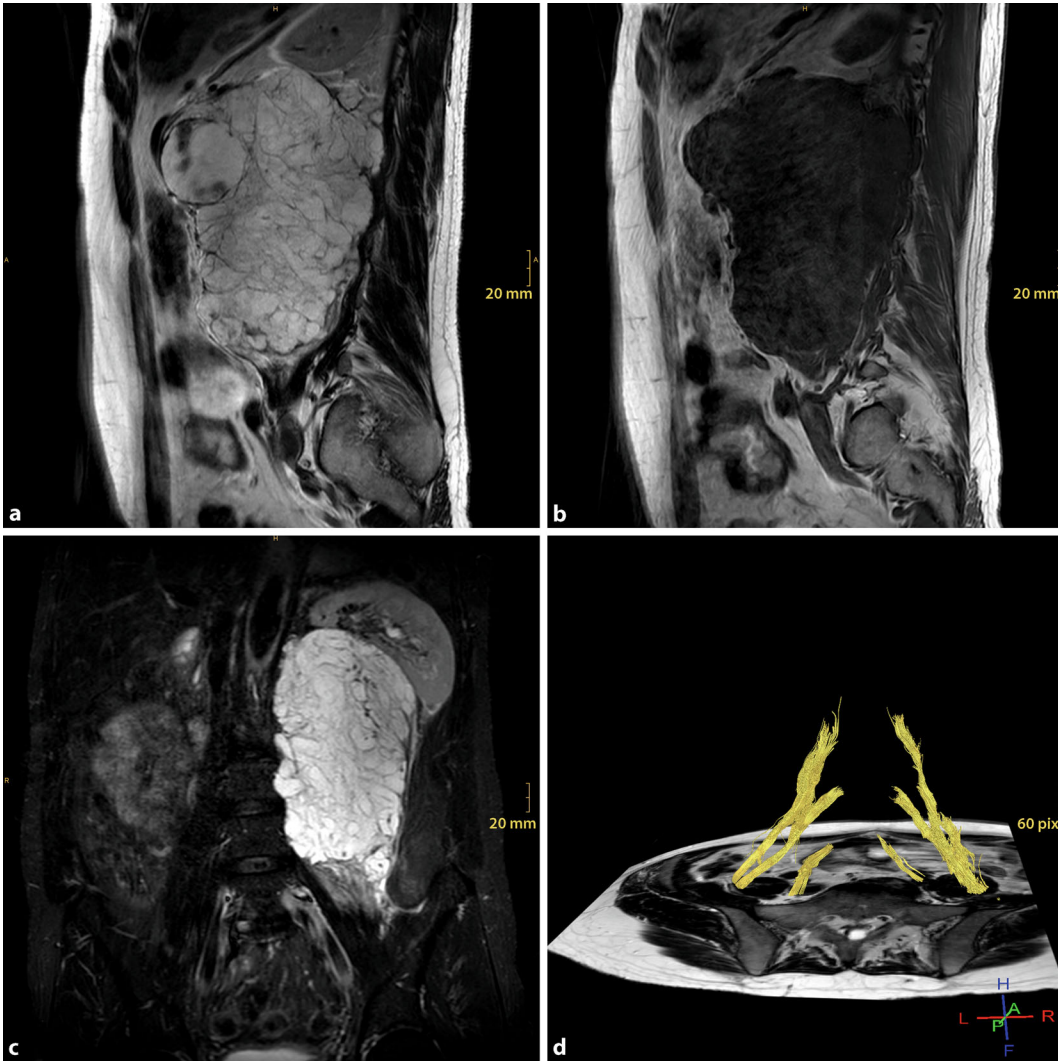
◀ Magnetresonanztomographische Darstellung eines Teratomrezidivs, welches vom linken M. psoas nicht abgrenzbar ist (a). Der Tumor kommt auf Short-tau-inversion-recovery (STIR)-Sequenzen hyperintens (c) und auf T1 gewichteten Sequenzen hypointens (b) zur Darstellung. In der Diffusions-tensor basierten Traktographie (d) kommen die dem Tumor dorsal anliegenden Nervenwurzeln des Plexus durchgängig zur Darstellung
